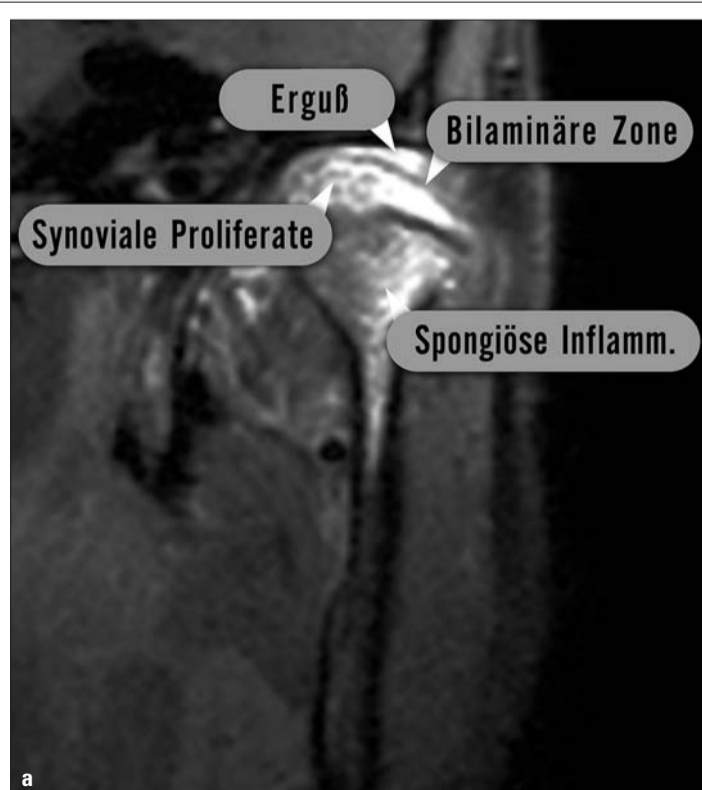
Ultrahochauflösende MRT des linken Kiefergelenks. a): parakoronar, T1 fettunterdrückt nach KM-Gabe. b): transversal, T2 nativ. Patient weiblich, 11 Jahre, seit 1 Jahr bekannte JIA mit bekanntem Kiefergelenkbefall, seit 2 Wochen zunehmende, nicht schmerzhafte Kiefersperre. Diagnose: Erneuter Schub bei bekannter JIA beider Kiefergelenke während des kortikoidfreien Intervalls. Massive synoviale Proliferationen im diskokondylären Kompartiment, die ein Zurückgleiten des Kondylus beim Mundschluss verhindern. Die bilaminäre Zone wird nach kranial verdrängt, die Kapsel nach ventrolateral. Zudem ausgedehnte Inflammation der Spongiosa des Kondylus und subkapitalen Kollumanteils. Begleiterguss diskokondylär. Kapselschwellung lateral. Hochgradig entzündliches Aktivitätsmuster.
